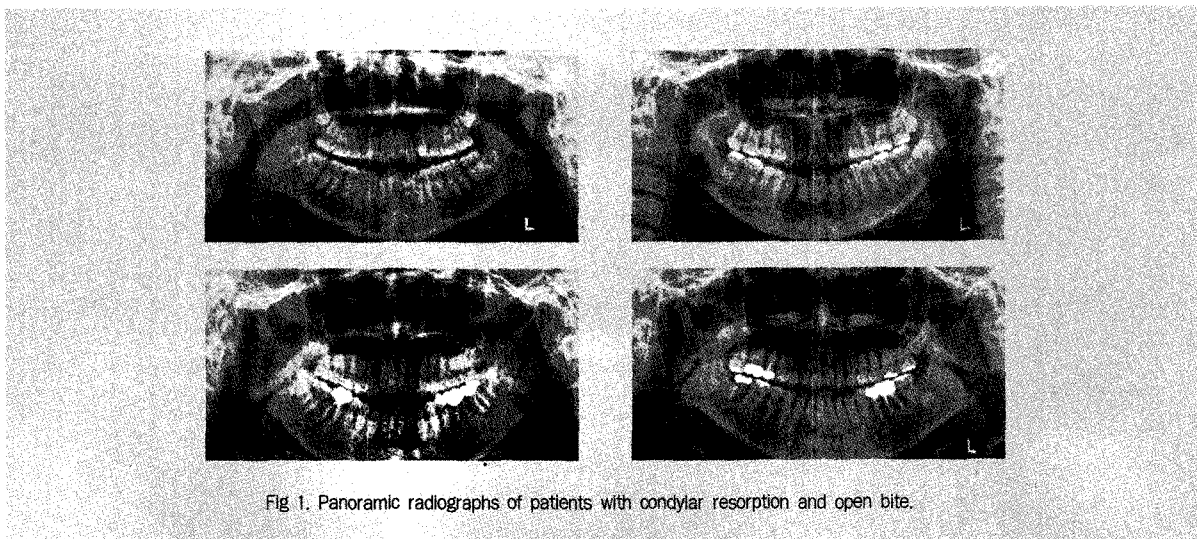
Panoramic radiographs of patients with condylar resorption and open bite.
